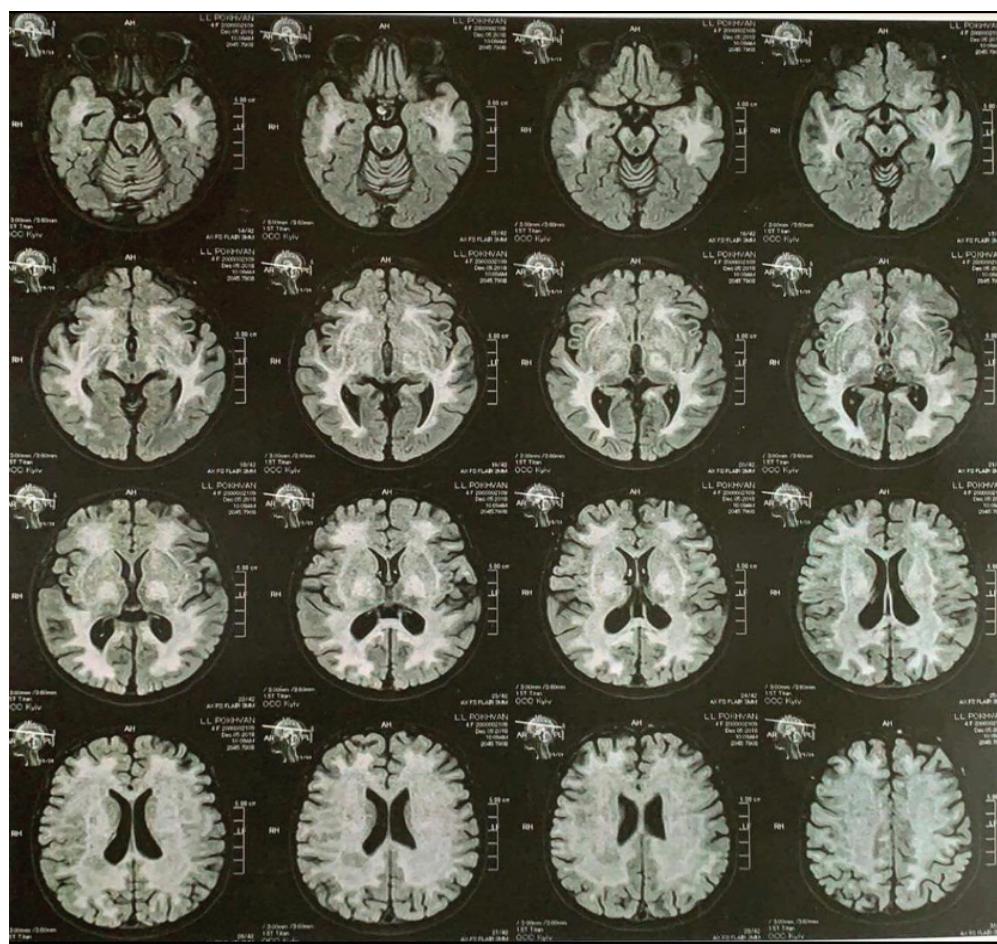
MRI. Axial image of the brain (patient D)
